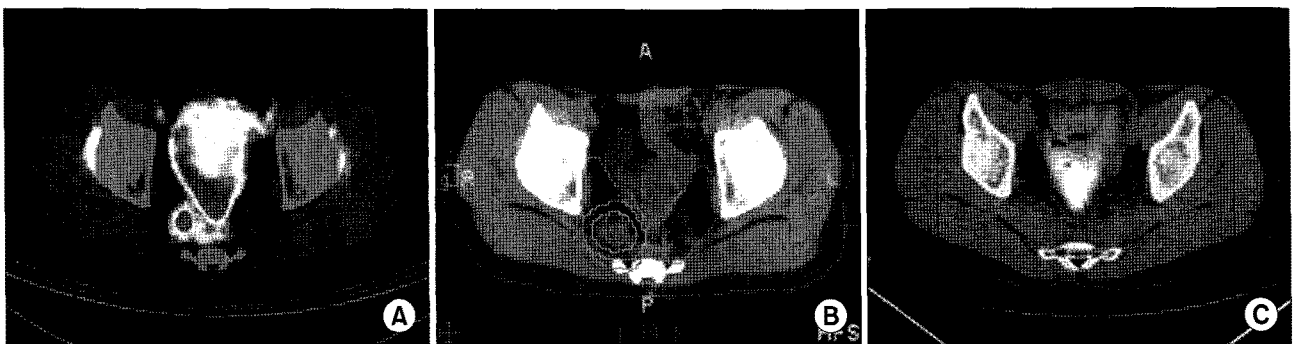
Case presentation of recurrent rectal cancer in right pelvis. The patient complained radiating pain on right thigh. PET-CT before tomotherapy (A) showed recurrent mass with abnormal ¹⁸F-fluorodeoxyglucose uptake and prescriptive radiation doses to gross tumor volume and clinical target volume were 55 Gy and 50 Gy with 25 fractions during 5 weeks, respectively (B). Time interval between first and second radiation therapy was 44 months. On three months after completion of tomotherapy, there was no viable tumor mass on previous tumor site in PET-CT (C) and he did not further complained radiating pain on right thigh. He was categorized to complete response.
